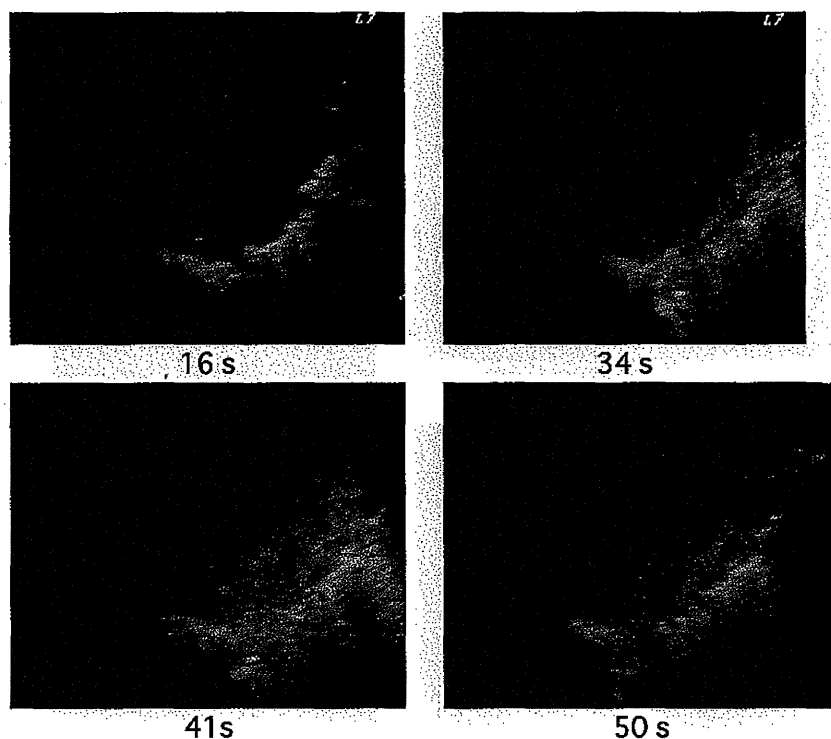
CPI mode of Sonazoid<sup>®</sup>-enhanced ultrasonography showed slightly enhanced color flow signals both inside and around the tumor 15 seconds after injection of Sonazoid<sup>®</sup>. The whole tumor was strongly enhanced 30 seconds after injection of Sonazoid<sup>®</sup>. But there was more noise and they were not clear compared with power Doppler sonography and B-flow color. The number in the figure is the time after injection of Sonazoid<sup>®</sup>
